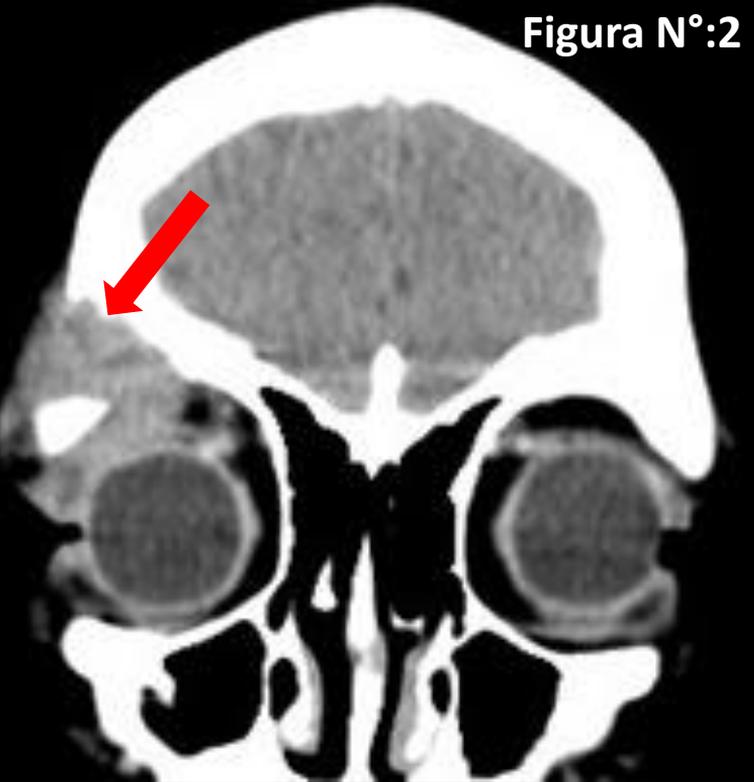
TC de Macizo Facial corte coronal, ventana de partes blandas.
